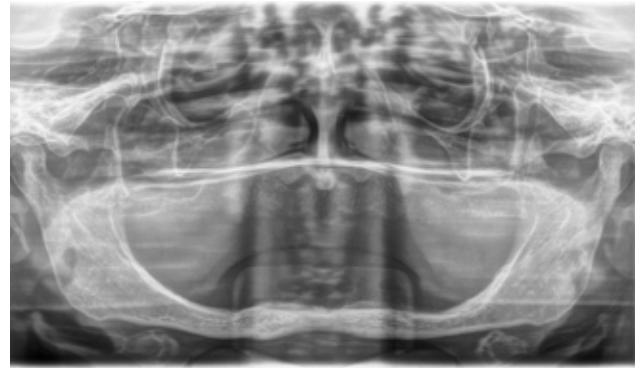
Radiografía inicial. En ella podemos observar la extrema reabsorción de maxilar y mandíbula.
